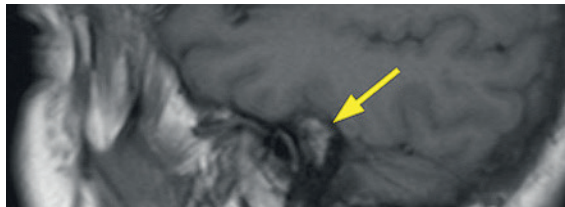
(А). МРТ левого внутреннего слухового прохода, T1-ВИ в сагиттальной плоскости
